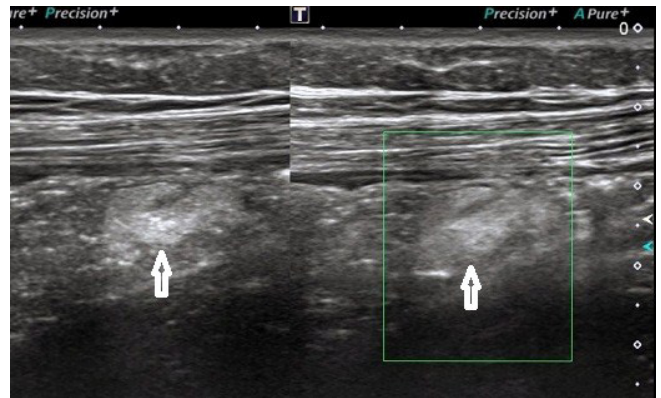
Badanie USG na czczo z zastosowaniem ucisku głowicą uwidocznilo jelito końcowe (IT) zakończone nieotłuszczonej ZKK (strzałki)
